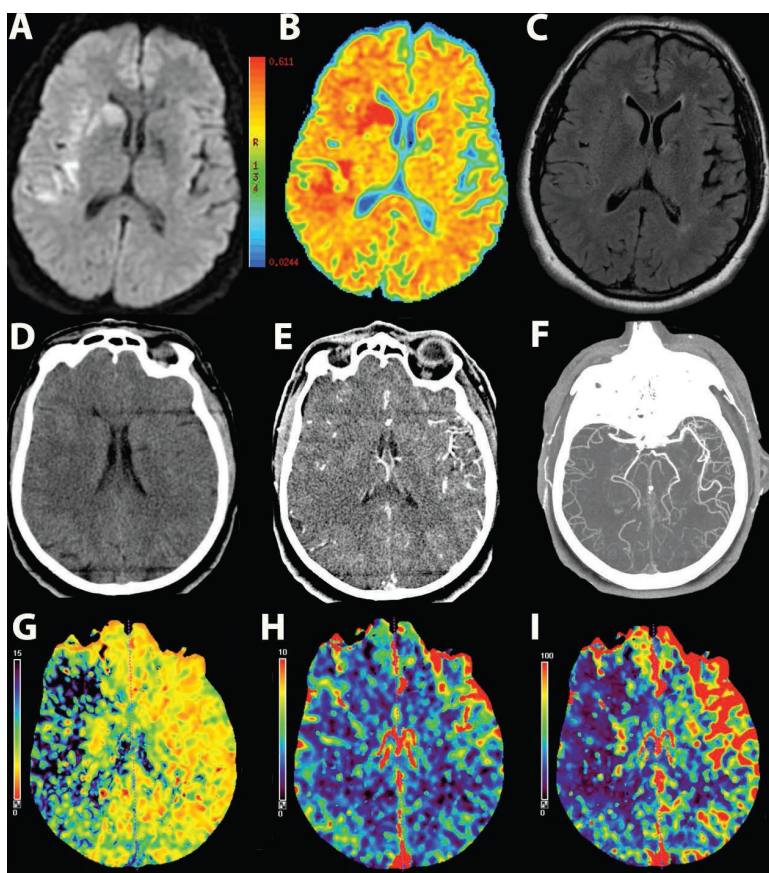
Клинический случай 1. Данные нейровизуализации при поступлении. А–С. Магнитно-резонансная томография (МРТ): А. МРТ в режиме диффузионно-взвешенных изображений (DWI). В. Карта измеряемого коэффициента диффузии (ADC). С. МРТ в режиме инверсии-восстановления с ослаблением сигнала от жидкости (FLAIR). D–I. Компьютерные томограммы (КТ): D. КТ-снимок без контраста. E. Исходные КТА-снимки (CTAS). F. Проекция максимальной интенсивности (КТА-снимок). G–I. Перфузионная КТ: G. Карта среднего времени прохождения крови (МТТ). H. Карта объема церебральной крови (CBV). I. Карта мозгового кровотока (CBF)
